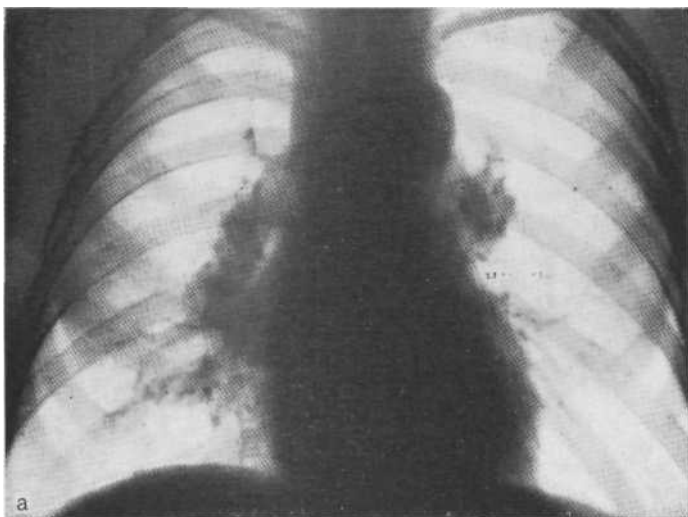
Обзорная рентгенограмма (а), томограммы в прямой (б) и боковой (в) проекциях справа. Атипичная форма лимфогранулематоза. Бронхопальмональные лимфатические узлы спаяны в конгломерат, резко увеличены, контуры их бугристые, четкие. Медиастинобиопсия.
